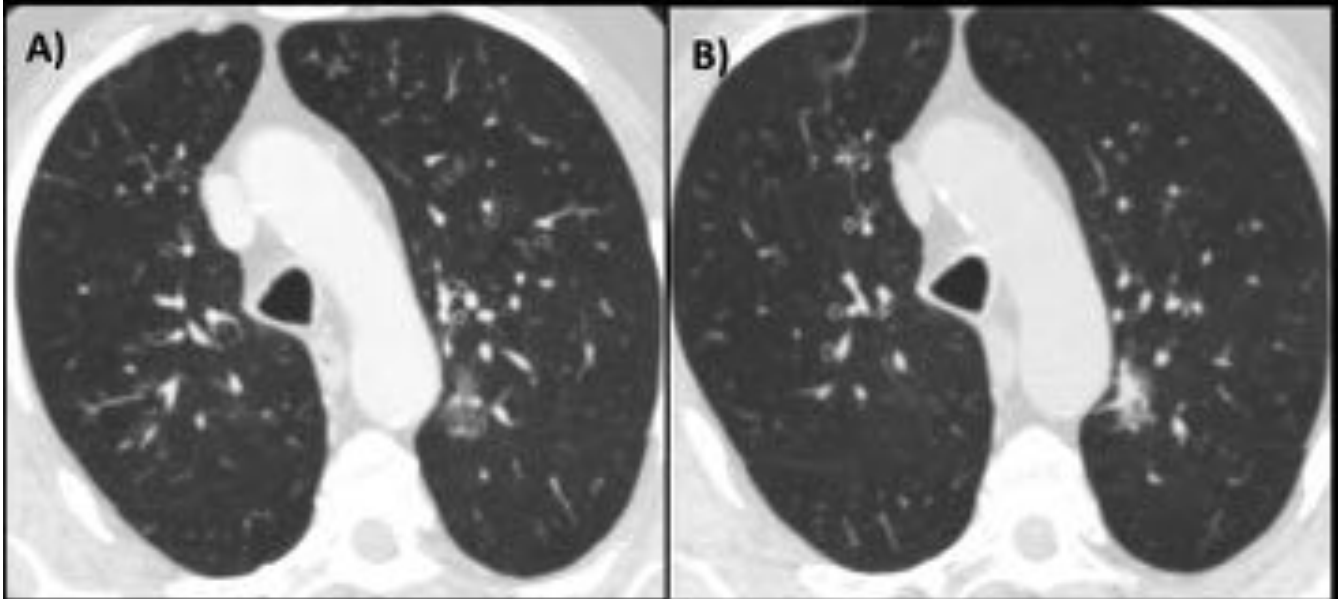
A) Nódulo en vidrio deslustrado con parte sólida en LSD. B) TC de seguimiento 6 meses más tarde. El componente sólido aumentó de tamaño. Una lobectomía del LSI reveló que se trataba de un adenocarcinoma de pulmón primario invasivo.
